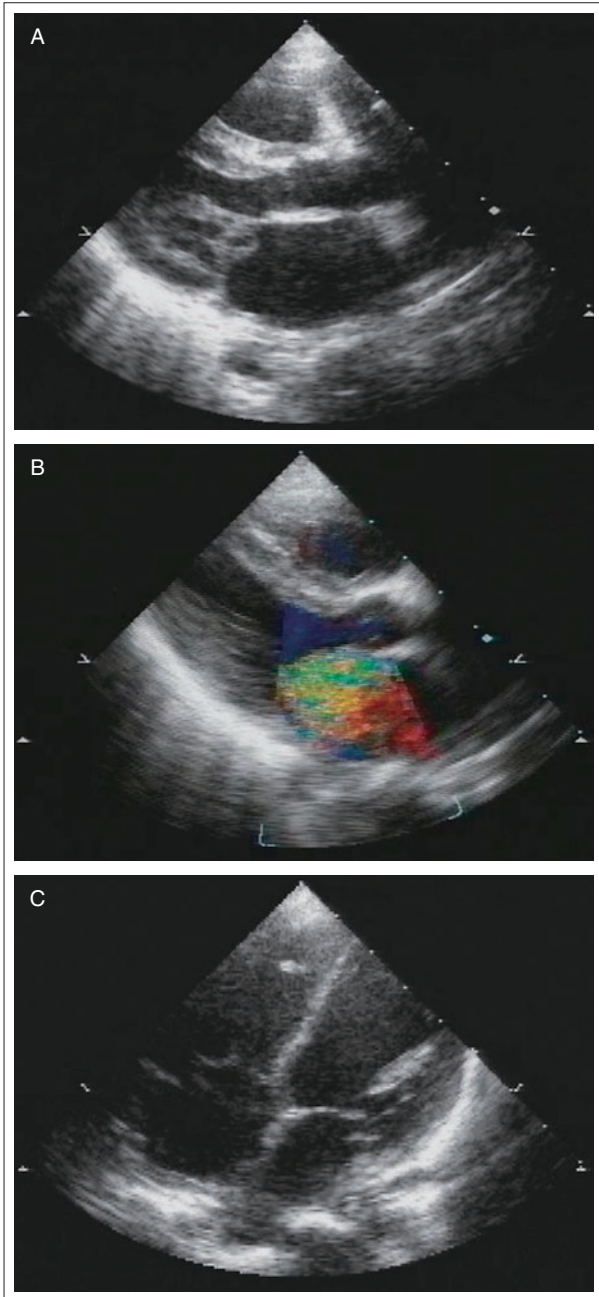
Echocardiogram of case 1.
